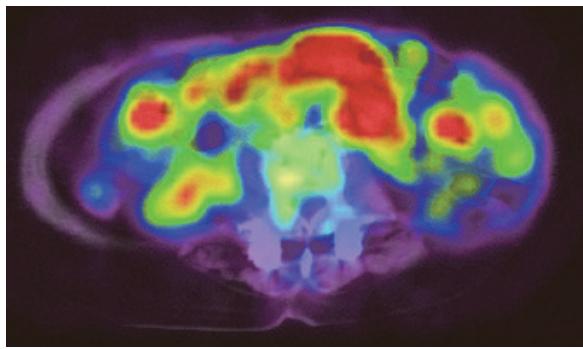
入院時 PET-CT. 多数のリンパ節に FDG の強い集積を認める。
